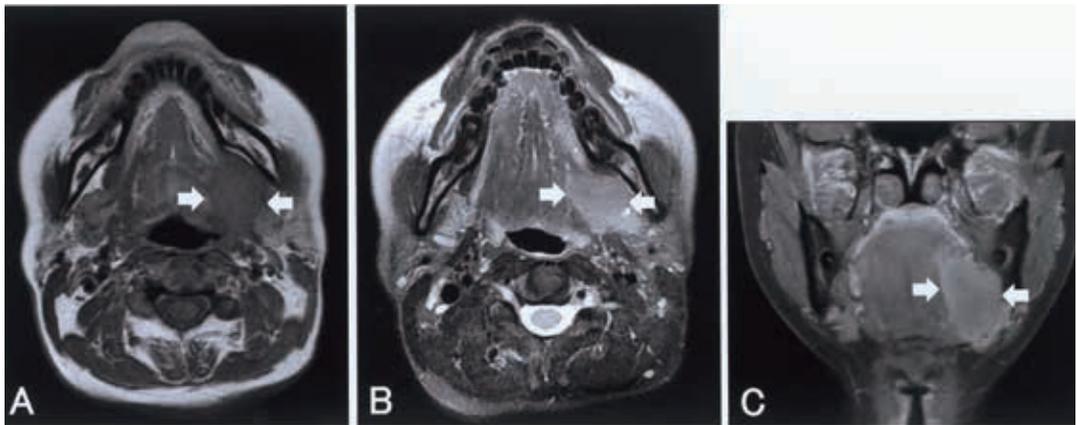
MRI（A：T1強調像軸位断，B:T2強調像軸位断，C：造影T1強調像冠状断）
